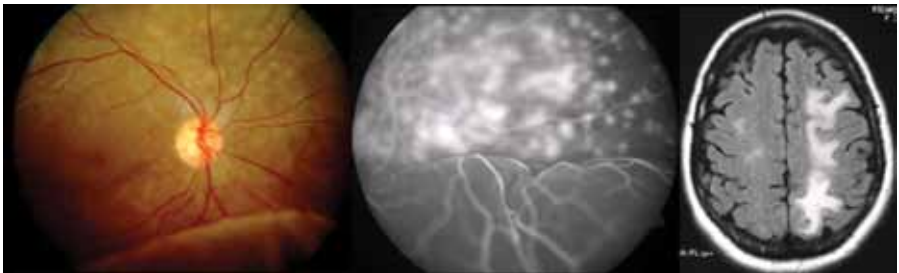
Eclampsia. Desprendimiento de la retina exudativo inferior. Retinofotografía a color, angiografía fluoresceínica y resonancia magnética cerebral (encefalopatía hipertensiva).
